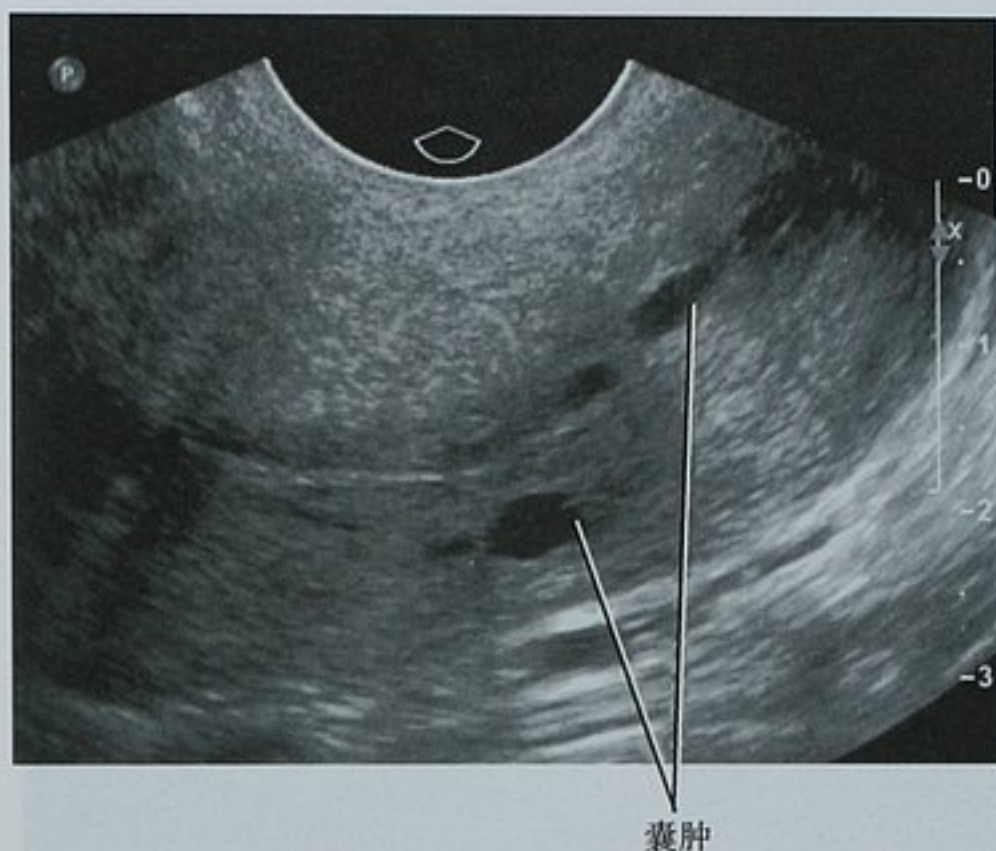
前倾子宫的矢状位经阴道超声图像,显示子宫颈内几个小的宫颈腺囊肿
